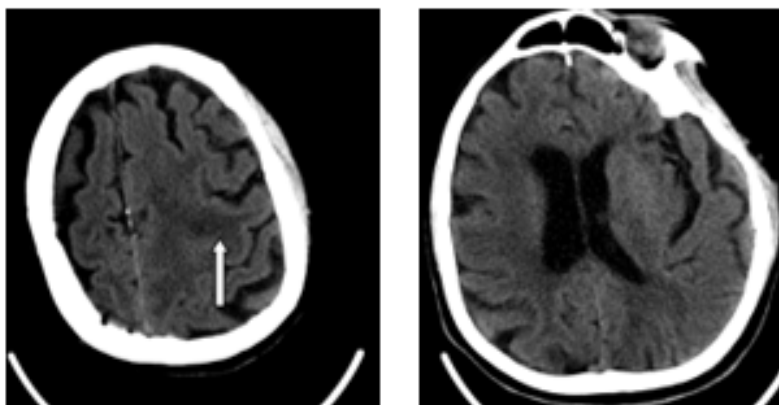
Компьютерная томография головного мозга, аксиальный срез: стрелкой указана гиподенсивная зона в левой теменной доле
